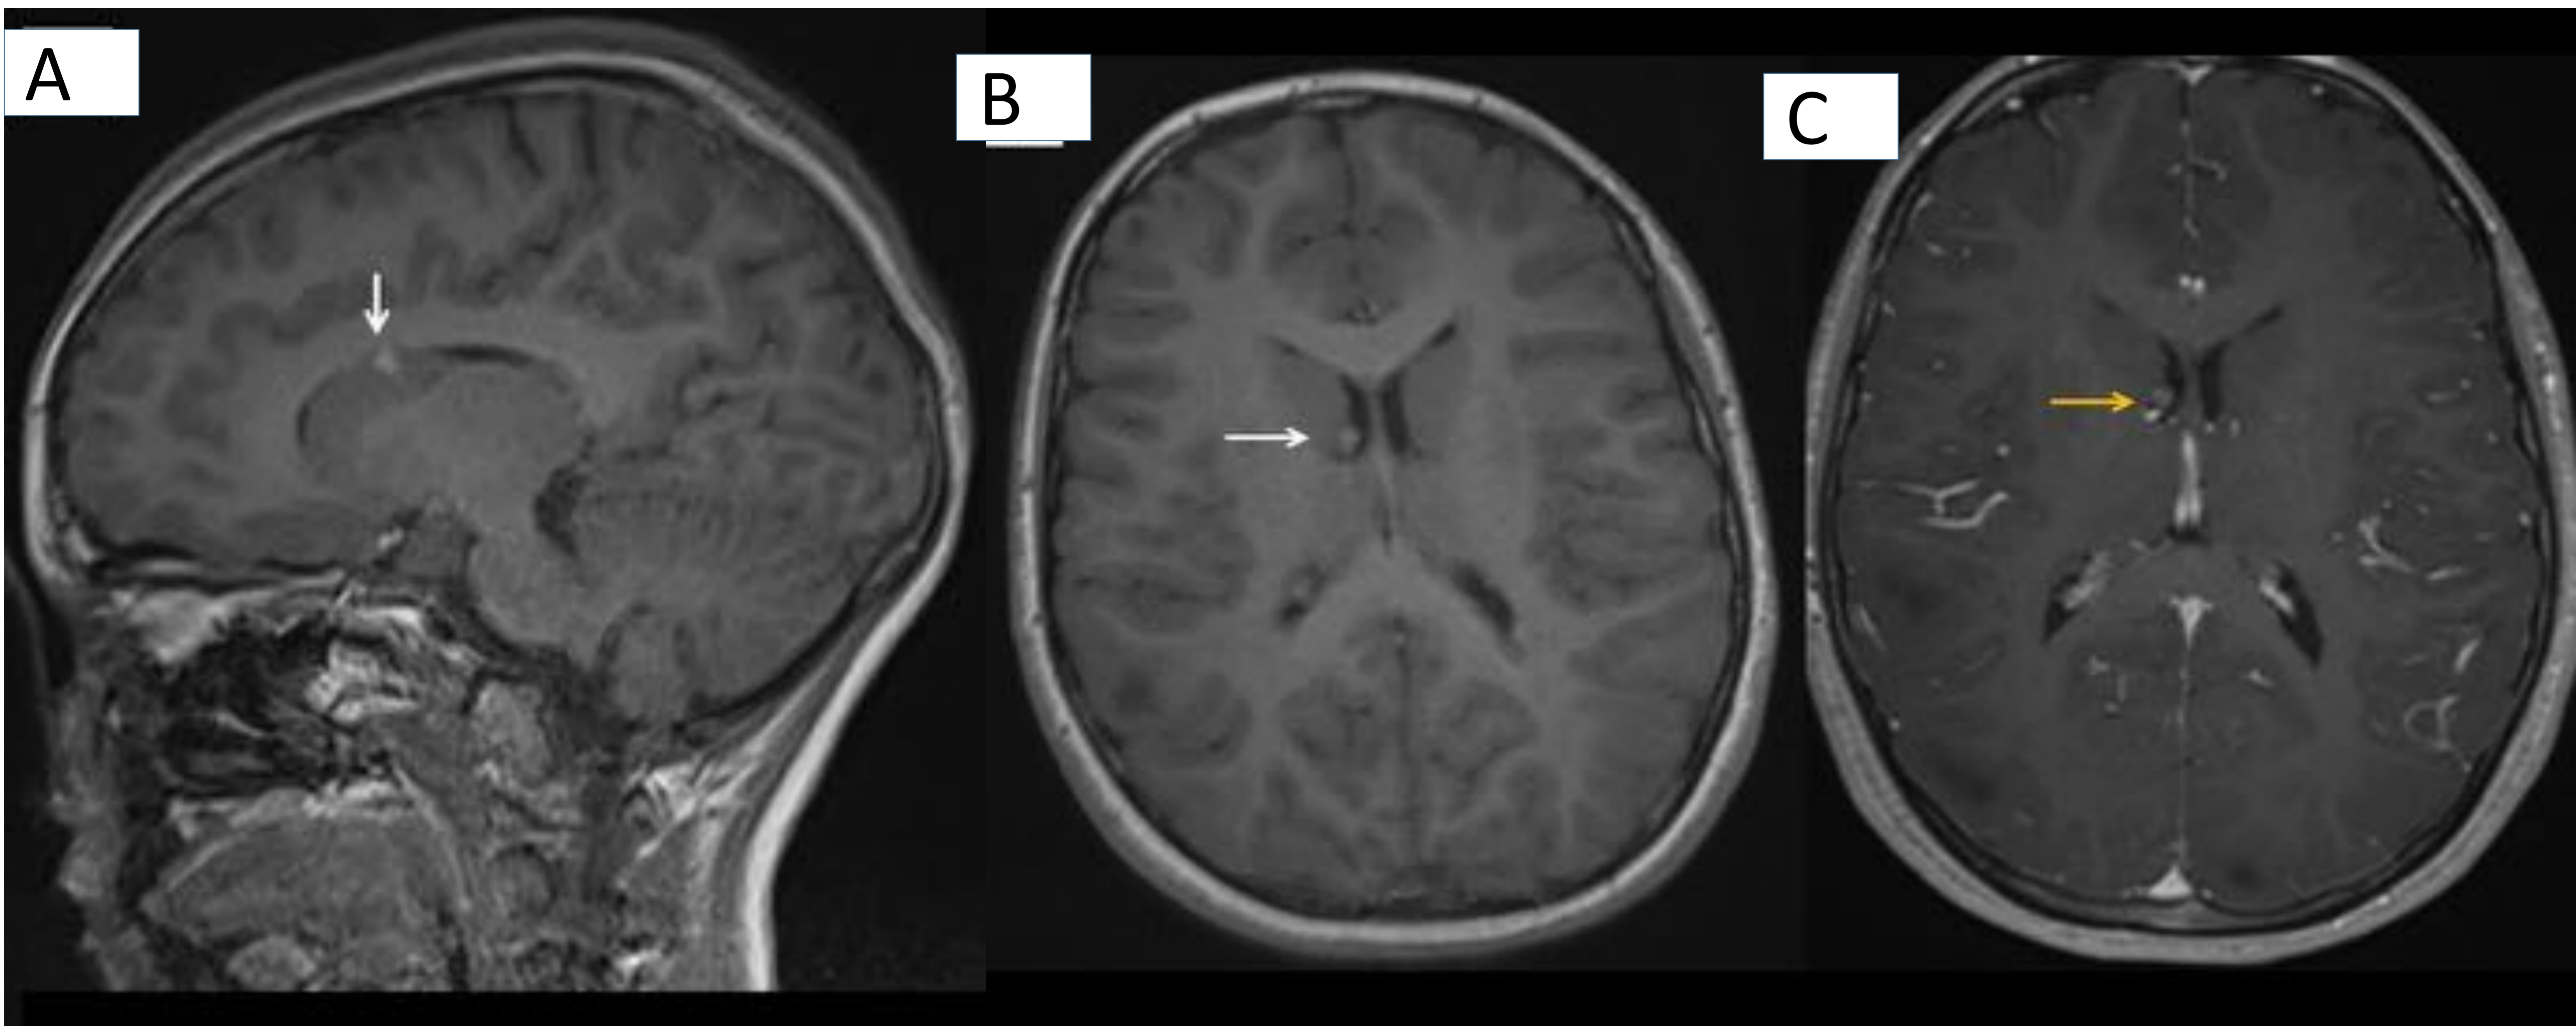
Paciente 1. RM cerebral secuencias sagital y axial T1 pre- (A y B) y T1 post-contraste (C) que muestra ausencia de realce de un nódulo subependimario (flecha) localizado en foramen de Monro con proyección a la luz del ventrículo lateral derecho.
